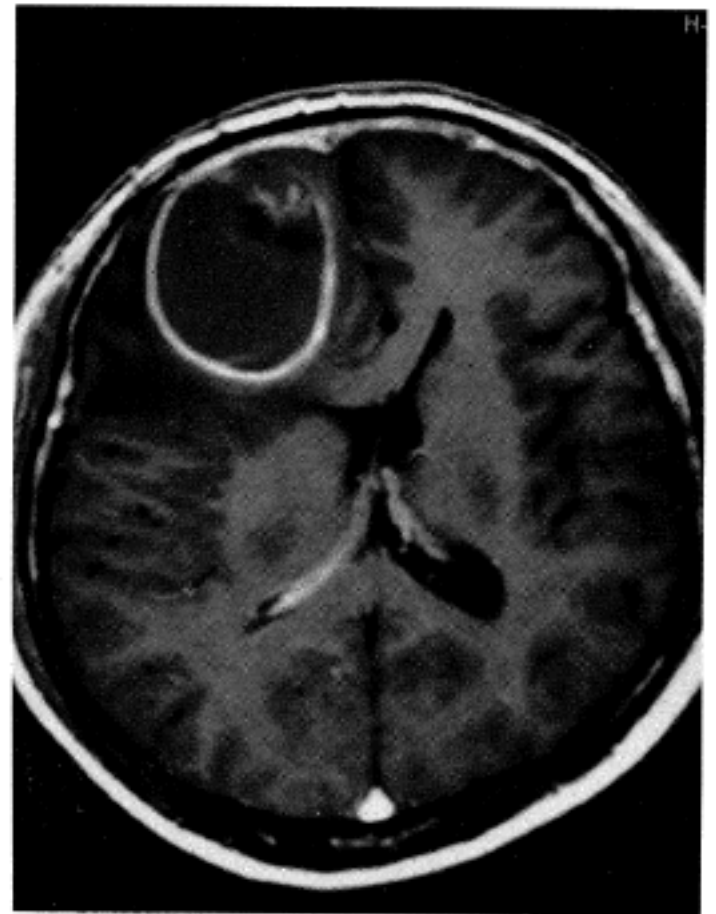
Postcontrast T1W MRI demonstrating a 6cm well demarcated cystic mass with well enhanced wall and mural nodule in the right frontal lobe.
